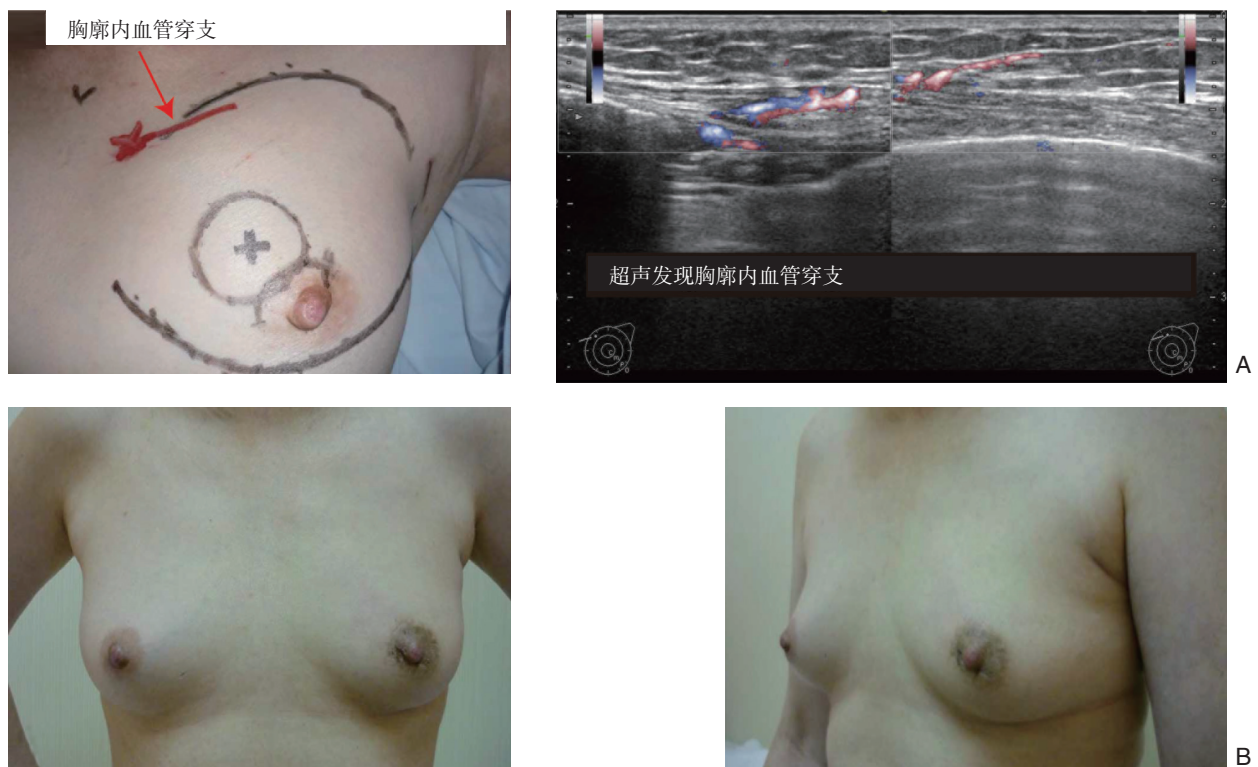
患者为 54 岁女性, 肿瘤位于左乳房内上象限, 手术方法是内镜辅助下乳房肿瘤切除术 + 前哨淋巴结活检 A: 在超声检查下标记胸廓内血管穿支; B: 术后的美容效果 (手术后接受放射治疗后 6 个月)
